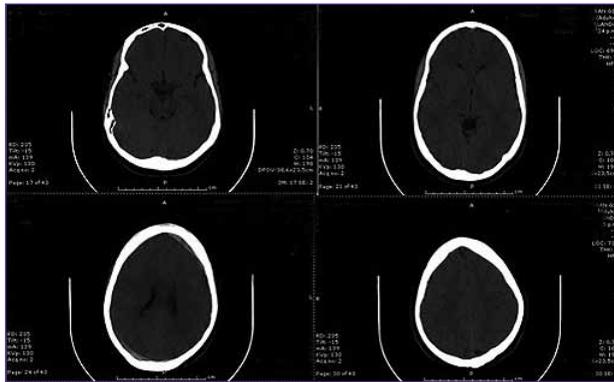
Tomografía axial computarizada simple de cráneo sin evidencia de hemorragias, desviación de la línea media o lesiones óseas.
